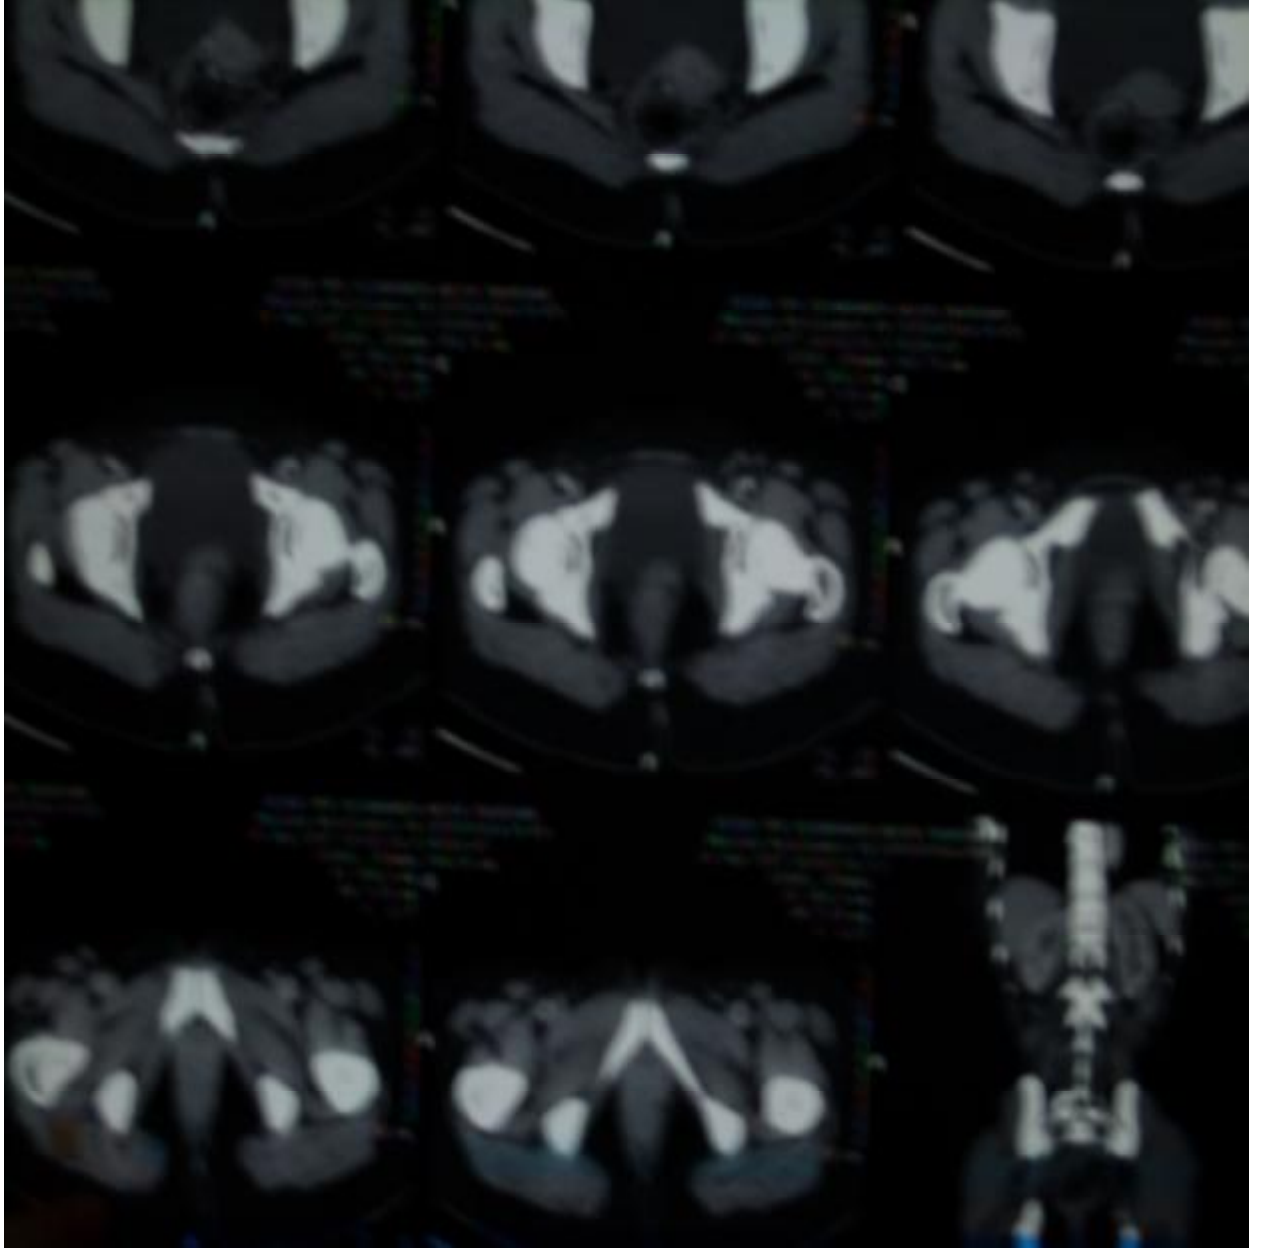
Şekil 9’da izlenen olgunun batın –pelvik BT’sinde sol alt kadranda iliak kanat komşuluğunda ,komşu barsak ansları ile arasındaki yağı oblitere eden 2x4 cm. boyutlarında düzensiz sınırlı hipodens kitle lezyonu (peritoneal kitle?) görülmektedir.
